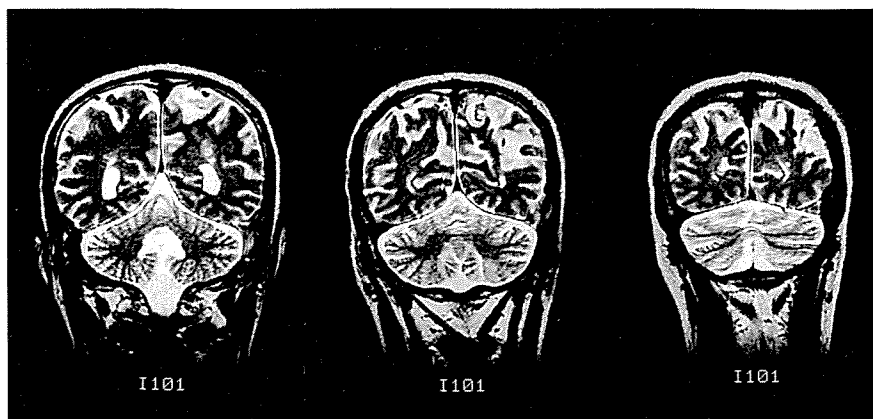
頭部MRI T<sub>2</sub>強調画像(冠状断)
